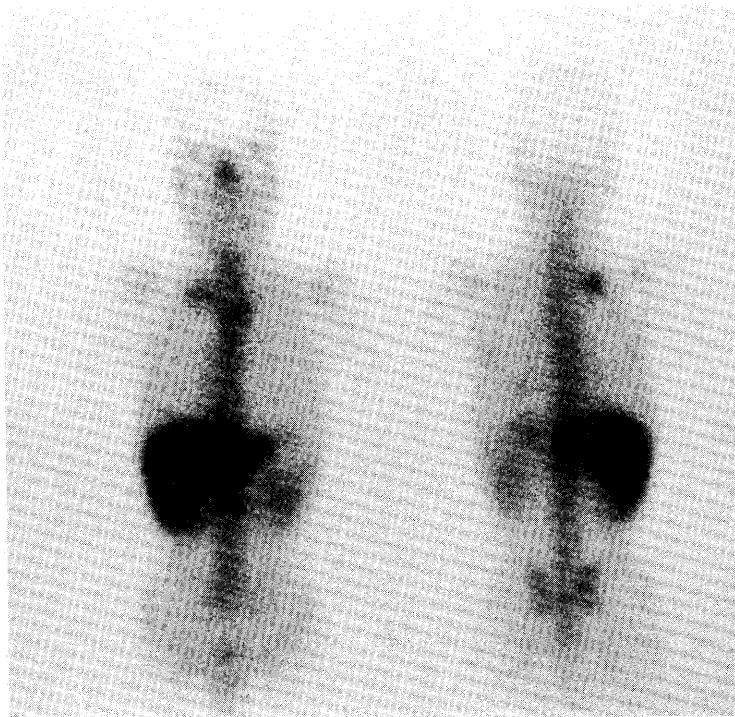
^{67}Ga scintigraphy shows moderately increased accumulation in right apical
